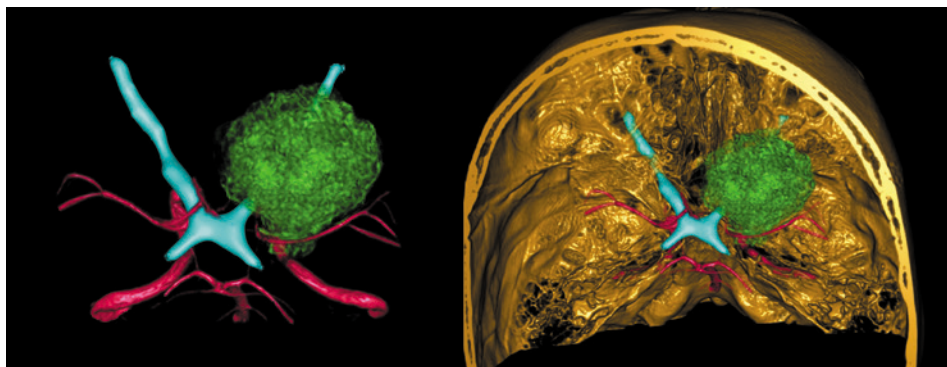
Компьютерная томография головного мозга с 3D-реконструкцией. Определяется образование (показано зеленым цветом), сдавливающее правый зрительный нерв (показан голубым цветом). Сосуды Виллизиева круга отмечены красным цветом. Кзади от опухоли располагается М1-сегмент средней мозговой артерии
